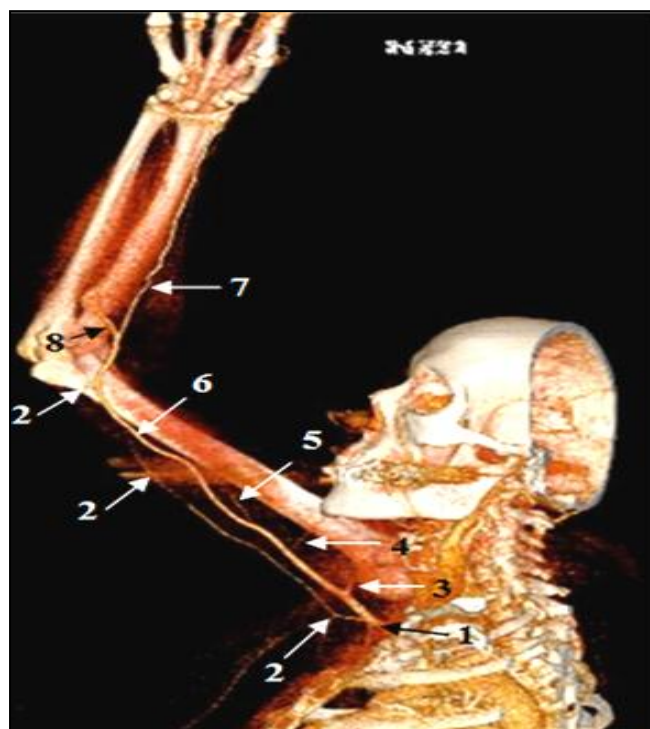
Traiect superficial al arterei brahiale accesorii: 1 – artera axilară; 2 – artera brahială accesorie; 3 – artera circumflexă humerală posterioară; 4 – artera brahială profundă; 5 – artera colaterală ulnară superioară; 6 – artera brahială; 7 – artera radială; 8 – artera ulnară; imagine, angio-CT 3D.
